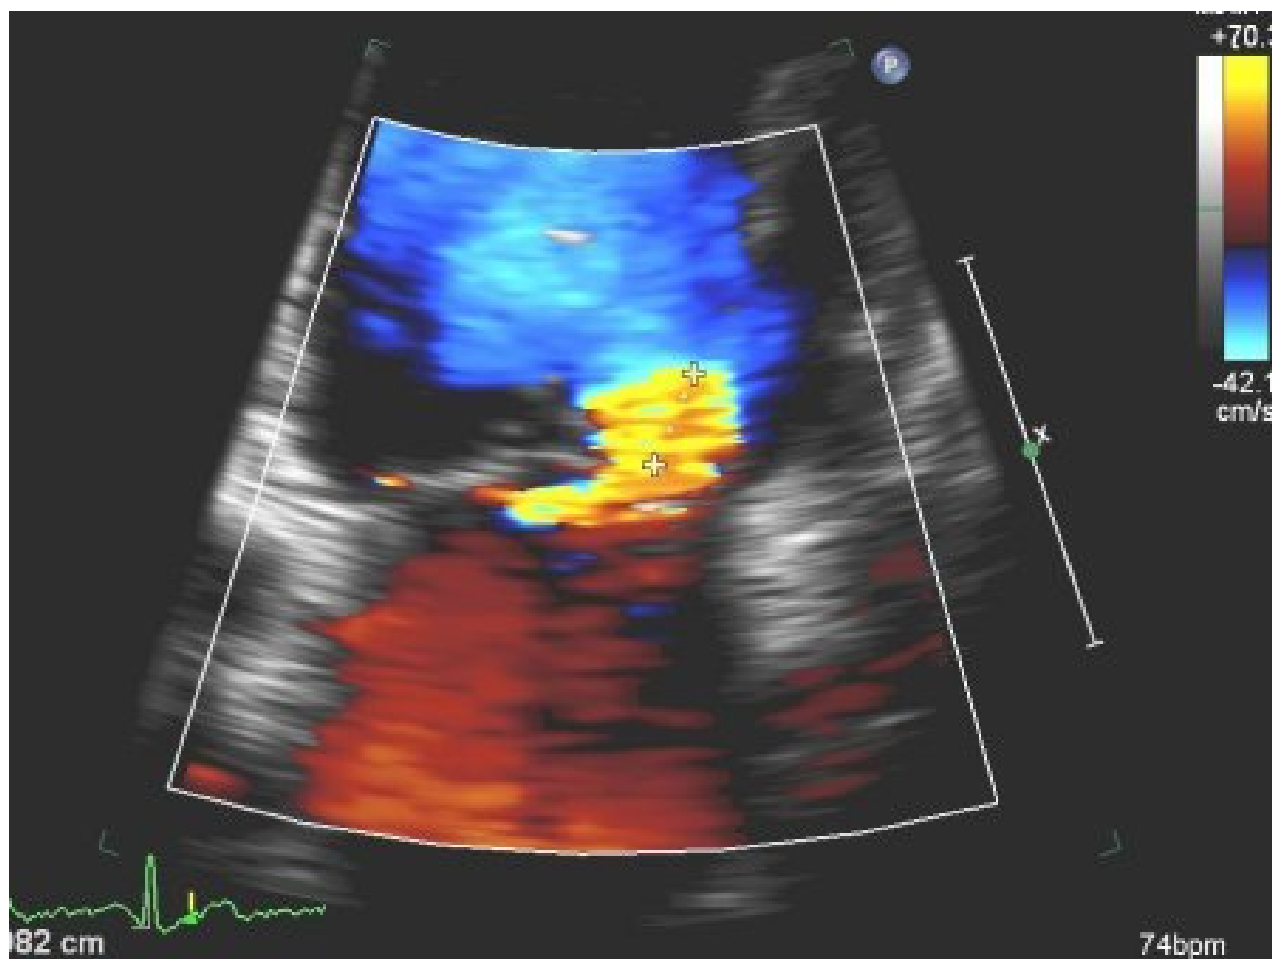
Corte apical de 4 câmaras de regurgitação mitral (RM) grave com uma área da superfície de isovelocidade proximal
